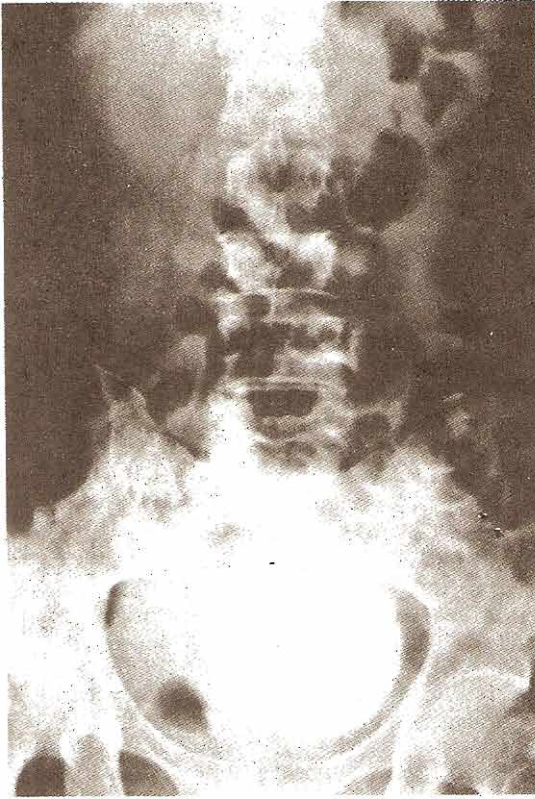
Radiografía abdominal exploratoria que muestra grandes calcificaciones extraóseas que representan un útero fibroide. Éste es fácil de confundir con un gran cálculo vesical.
